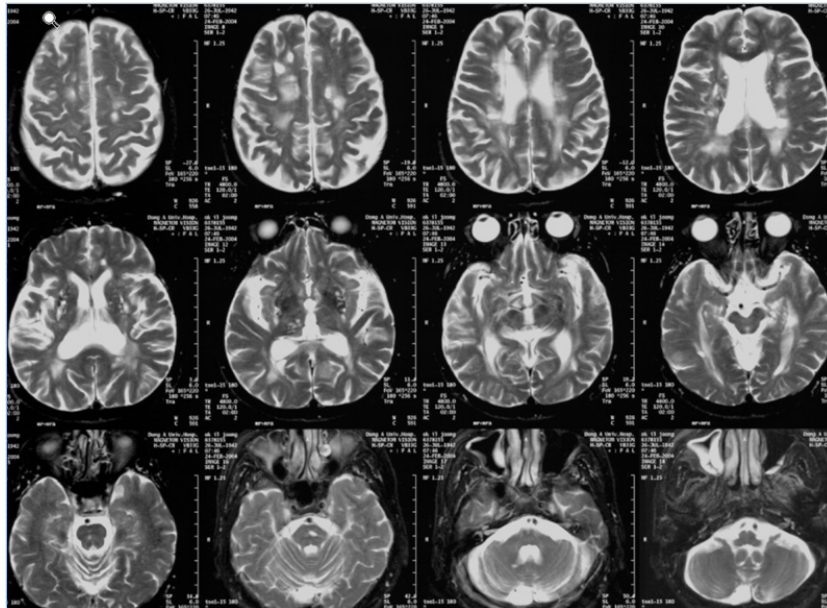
Brain MRI T2 images show multiple lacunar infarction with moderate white matter changes.
